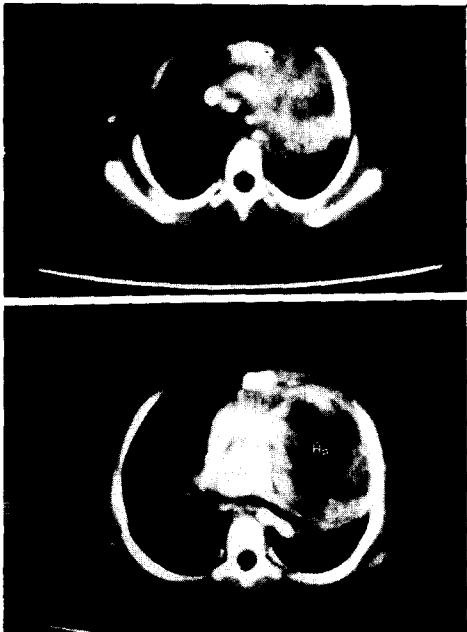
Contrast enhancement CT shows large well marginated mass with a lower density cystic center.
